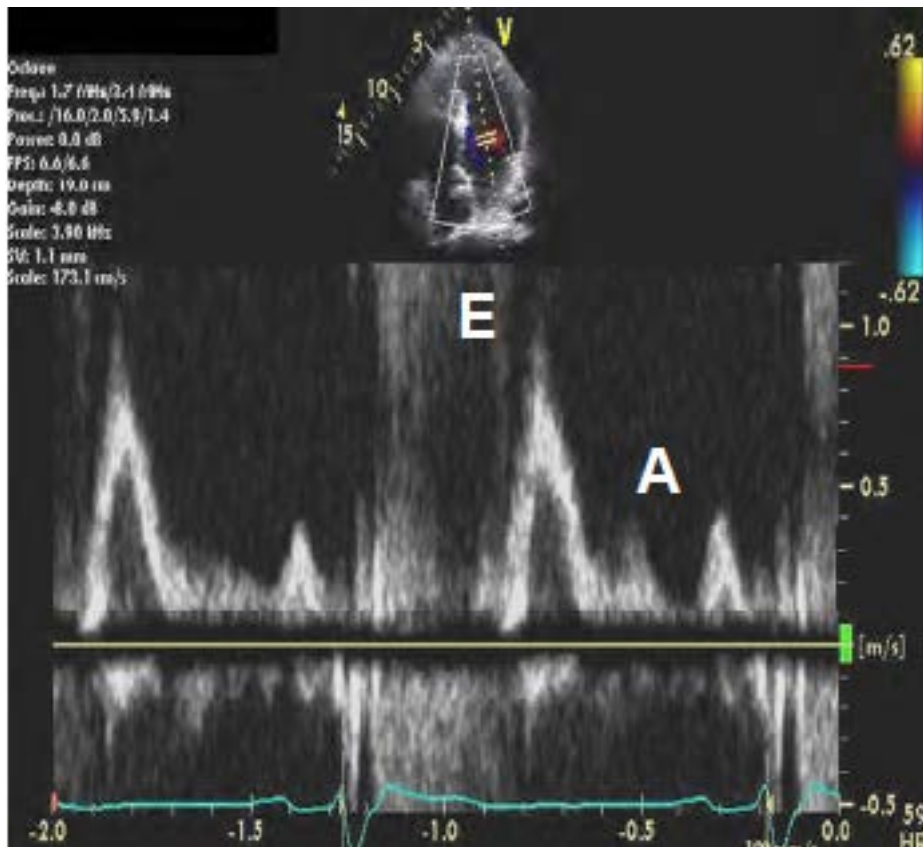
Llenado Mitral con Doppler Pulsado.
